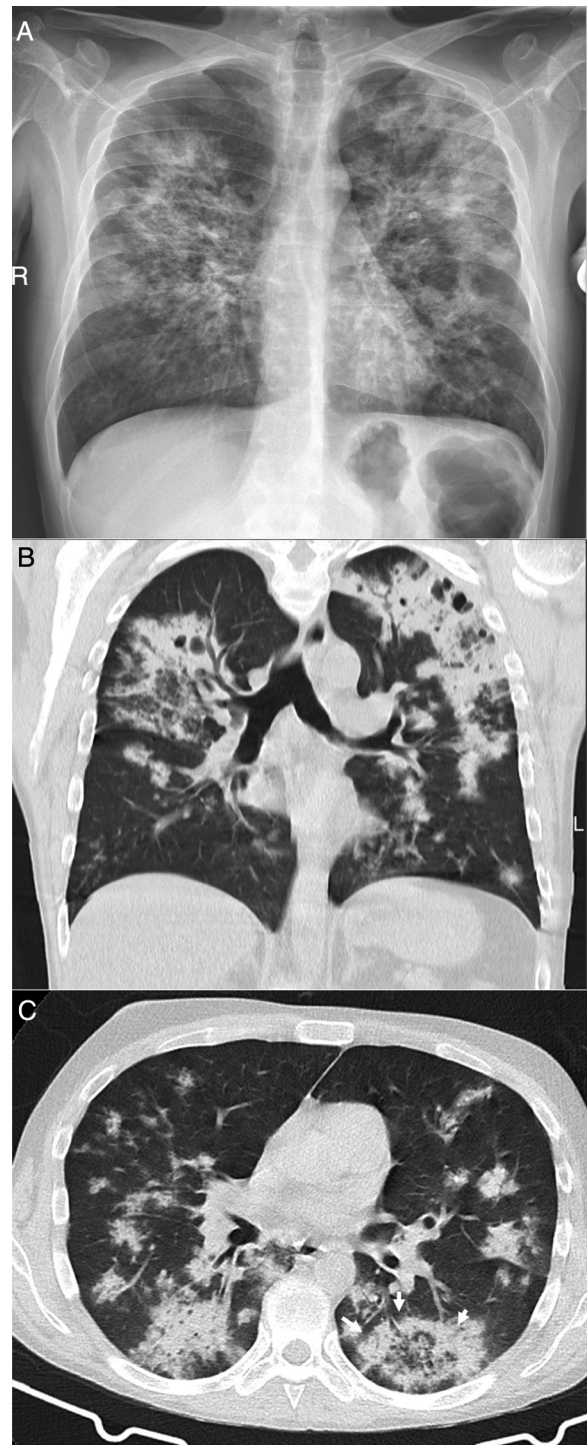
Varón de 39 años que acude durante la pandemia por astenia, mialgias y odinofagia, con diagnóstico final de tuberculosis pulmonar. La radiografía de tórax (A) muestra consolidaciones bilaterales extensas de predominio superior y central en el lado derecho y en campos superior y medio en el lado izquierdo, con posibles cavitaciones que se confirman en la reconstrucción coronal de la TC (B). Son visibles también opacidades con morfología de árbol en brote y alguna lesión con apariencia de halo invertido, cuyos bordes micronodulares son una característica distintiva de la enfermedad (flechas en C).
